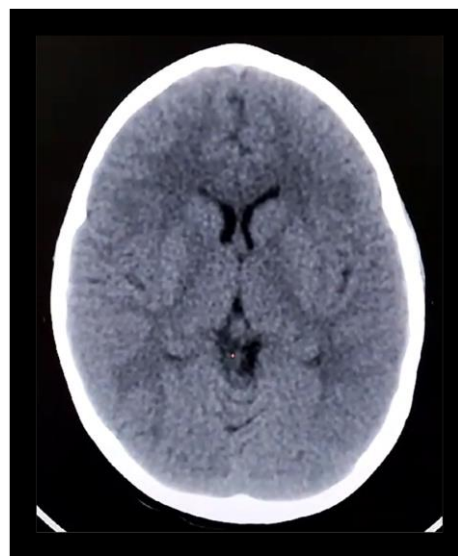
Tomografía cerebral simple. Sin evidencia de alteraciones.
